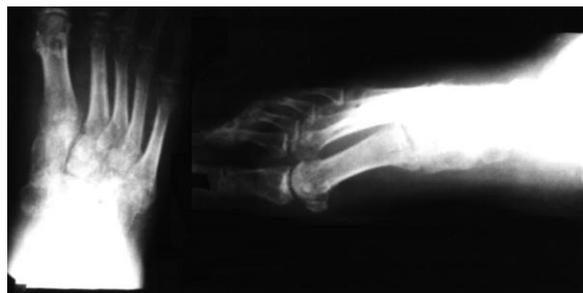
Рентгенограммы больного Б., 45 лет, через 1 год после окончания лечения (прямая и боковая в 3/4 проекции).
